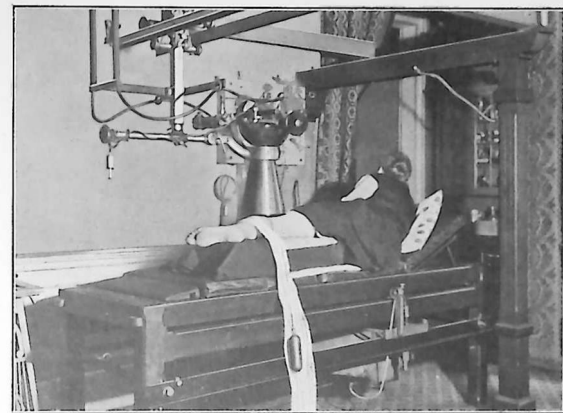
Pont-roulant avec ampoule à gaz et cylindre compresseur, en place pour une radiographie latérale du genou. La jambe repose sur un plan rigide de hauteur convenable ; elle est maintenue par une bande fendue tendue par deux poids. Remarquer la table pour examen de dessous en dessus, permettant, dans certains cas, un centrage radioscopique préalable. (Cabinet du D^r J. Belot.)
